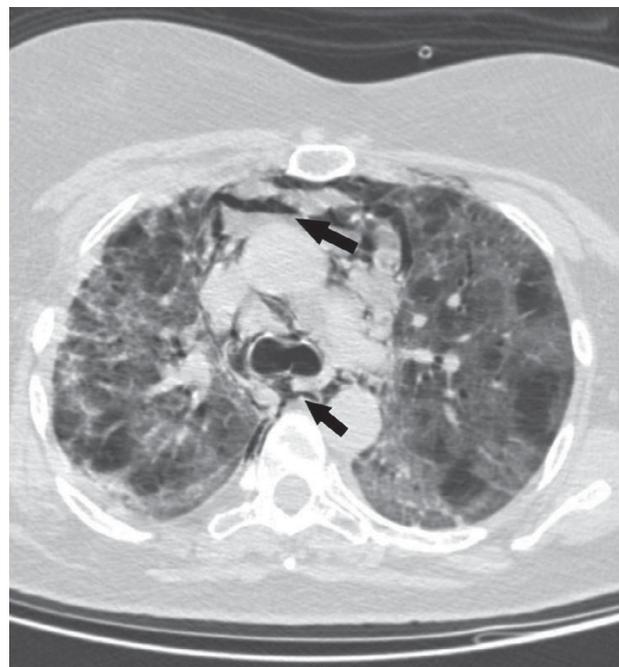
МСКТ грудной клетки с картиной пневмомедиастинума (черная стрелка)
